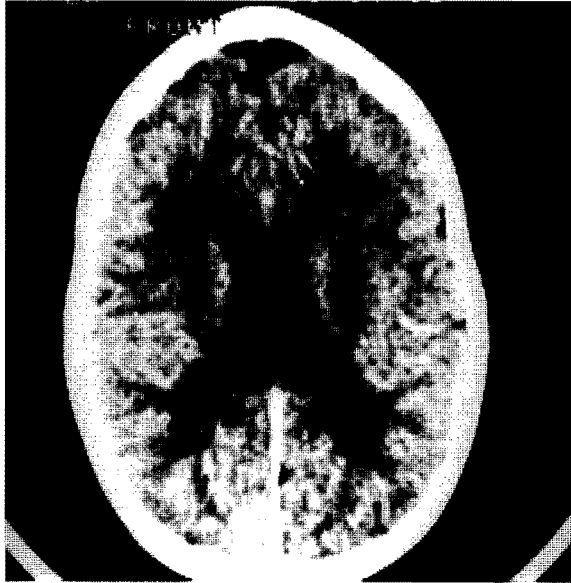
Tomografía axial computarizada. Nótese la dilatación ligera de los ventrículos laterales y la atrofia cortical difusa frontal y parietal.
